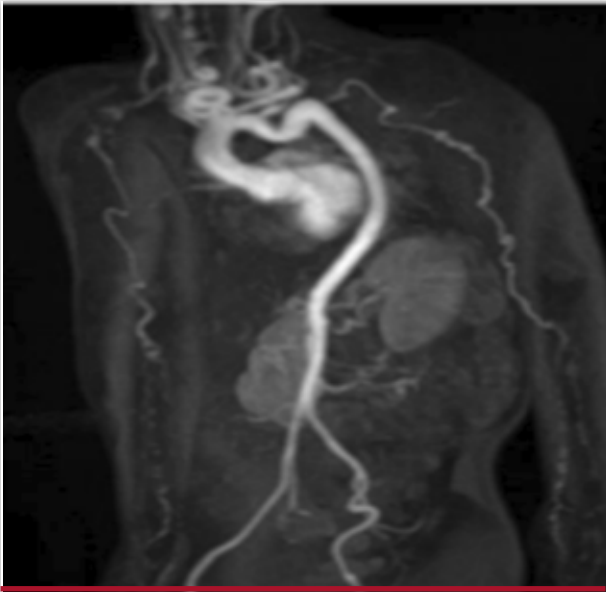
Angiorresonancia magnética. Se aprecia elongación y tortuosidad de vasos de predominio arterial. El arco aórtico es izquierdo y elongado, con estenosis parcial en tercio medio; los troncos supraaórticos, vasos de extremidades superiores y arterias ilíacas son severamente tortuosos y elongados.
